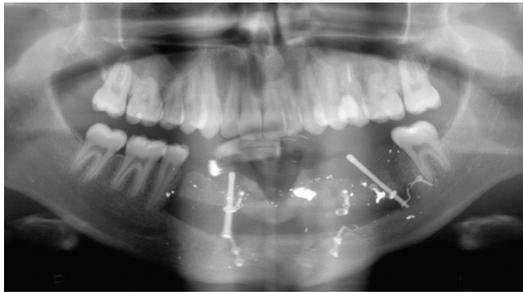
Radiografía panorámica postquirúrgica con el distractor activado
